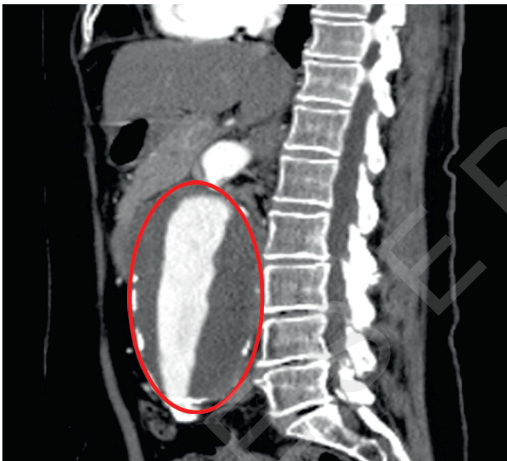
CT des Abdomens [T579]
